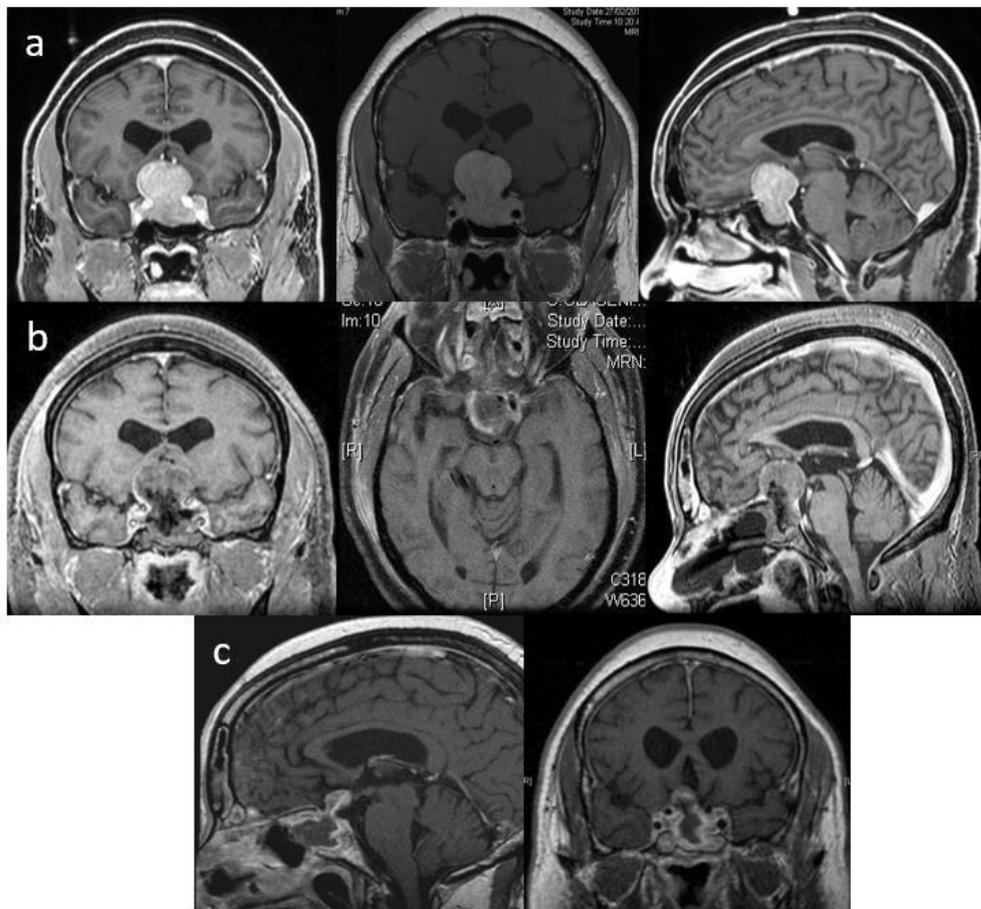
Studio RM encefalo pre-operatorio (a), post EEA (b) e post SKA (c), dove si documenta completa asportazione della lesione
